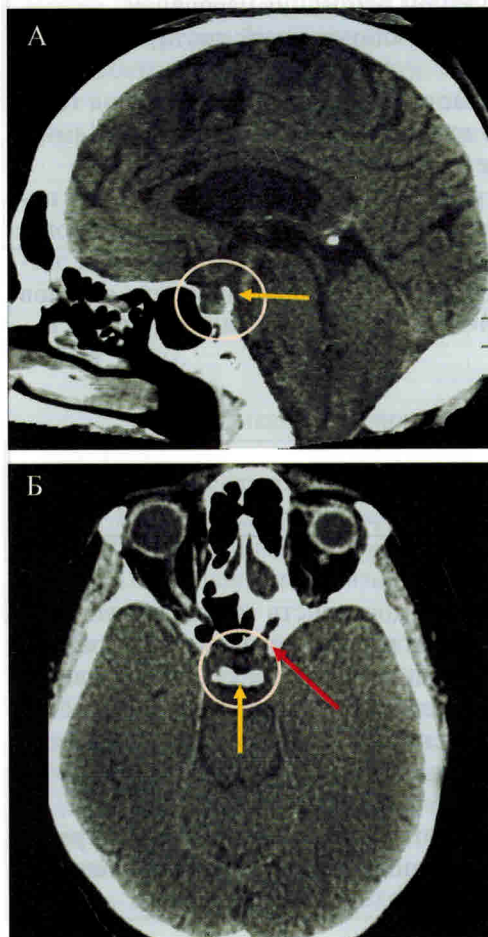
КТ головного мозга, сагиттальная – А и аксиальная проекции – Б (гипофиз имеет гомогенную структуру и изоинтенсивную плотность), желтая стрелка – спинка турецкого седла, красная стрелка – передний наклоненный отросток.
